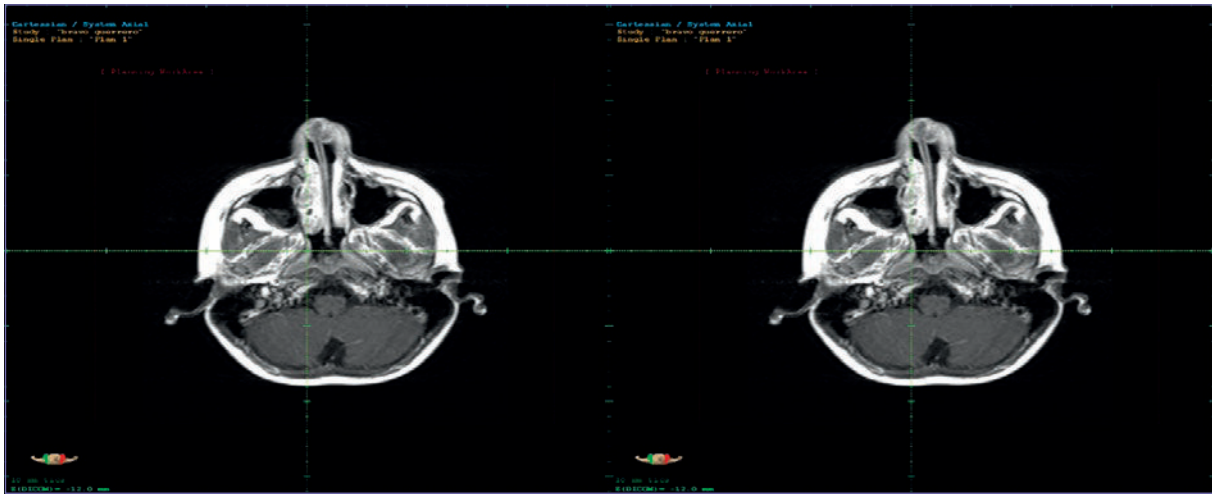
Corte axial de RM de cráneo, visualizando tumor en ala nasal izquierda, sin difusión tumoral.
